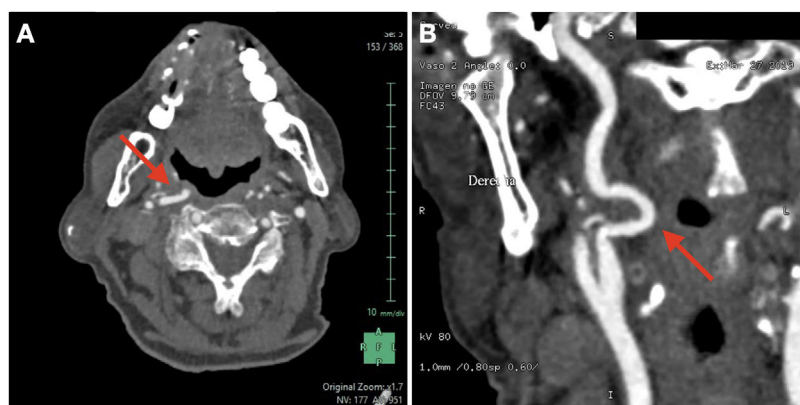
Tomografía computarizada cervical con contraste. A. Corte en el plano axial en el que se objetiva la arteria carótida interna derecha elongada y medializada, en localización orofaríngea. B. Corte en el plano sagital en el que se estira la arteria carótida interna derecha en su localización orofaríngea de nuevo, adyacente a la amígdala palatina derecha.
